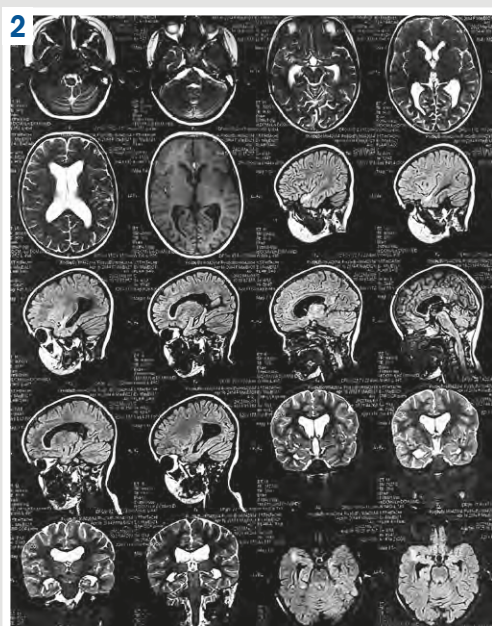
Brain MRI performed in the ICU of the PNE "ZRCDPP" ZRC.
